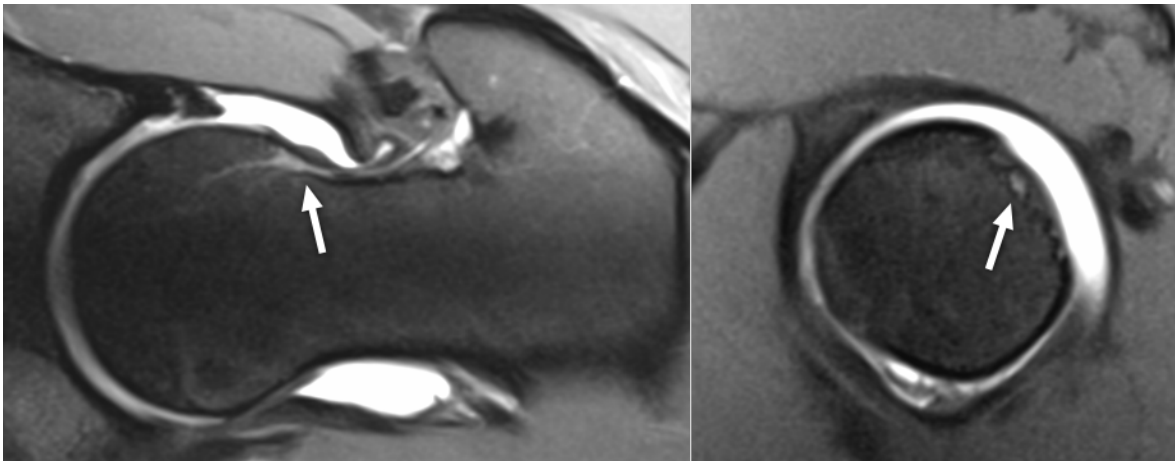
Imagem de RMN onde observamos uma estrutura de intensidade de sinal intermédio que penetra na cabeça femoral em sequência radial à direita e em sequência sagital à esquerda (seta branca).
